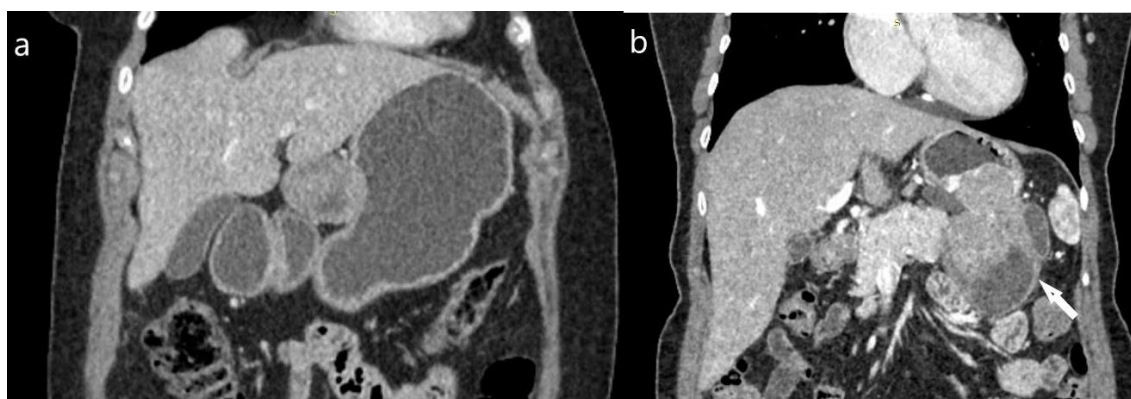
Tri aksijalna preseka CT pregleda abdomena pokazuju slabu postkontrastnu opacifikaciju LR GIST-a (a); srednji intenzitet opacifikacije HR GIST-a (b) i upadljiva postkontrastna opacifikacija (c) LR GIST-a.
